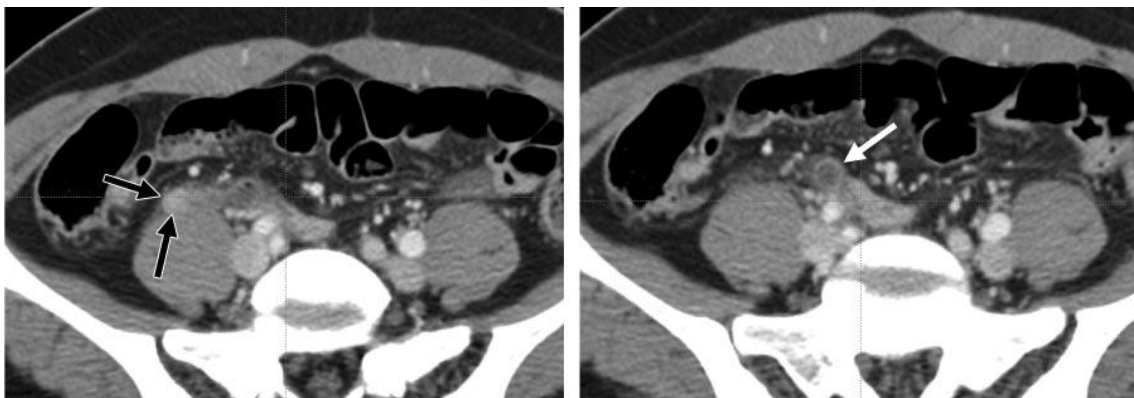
TAC carcinoide de apéndice
